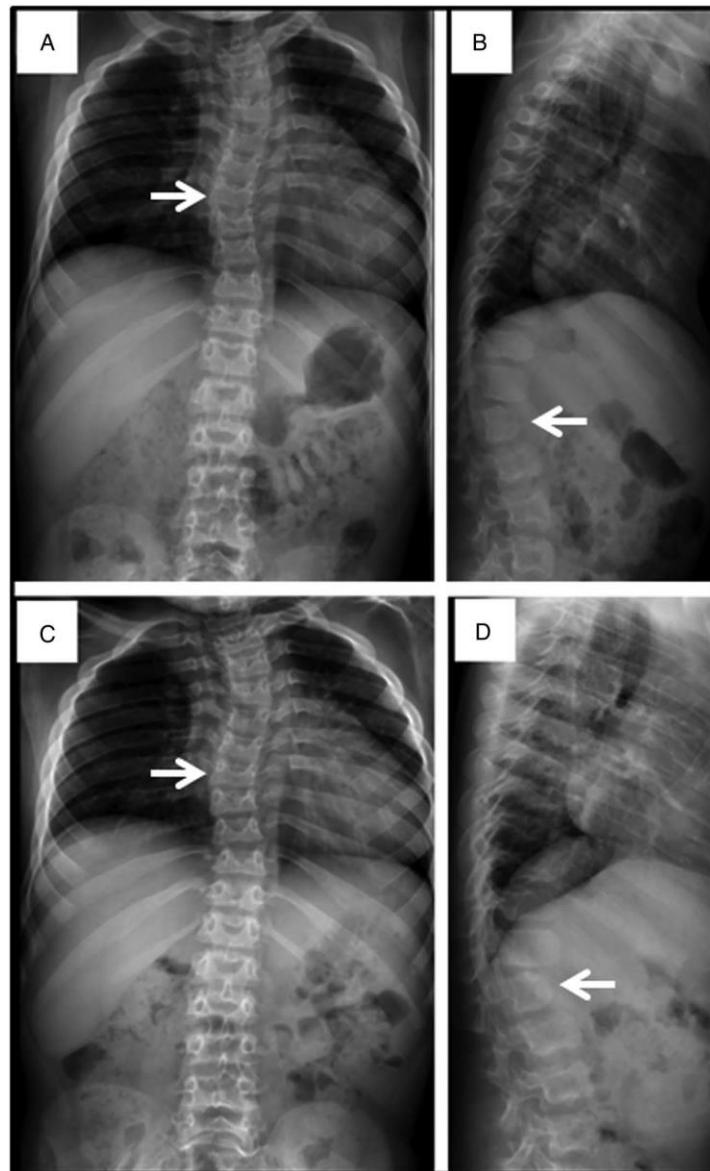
Radiographie du rachis d'un patient atteint de MPS VII montrent des résultats communs à toutes les formes de MPS. (A et B) à l'âge de (7 ans, C et D) à l'âge de 8 ans. Les radiographies de face (A et C) révèlent une scoliose légère (flèche) et des côtes larges. Les radiographies de profil (B et D) montrent des vertèbres biconvexes en particulier au niveau L2 (flèche) (vertèbre en rostre) [2].
